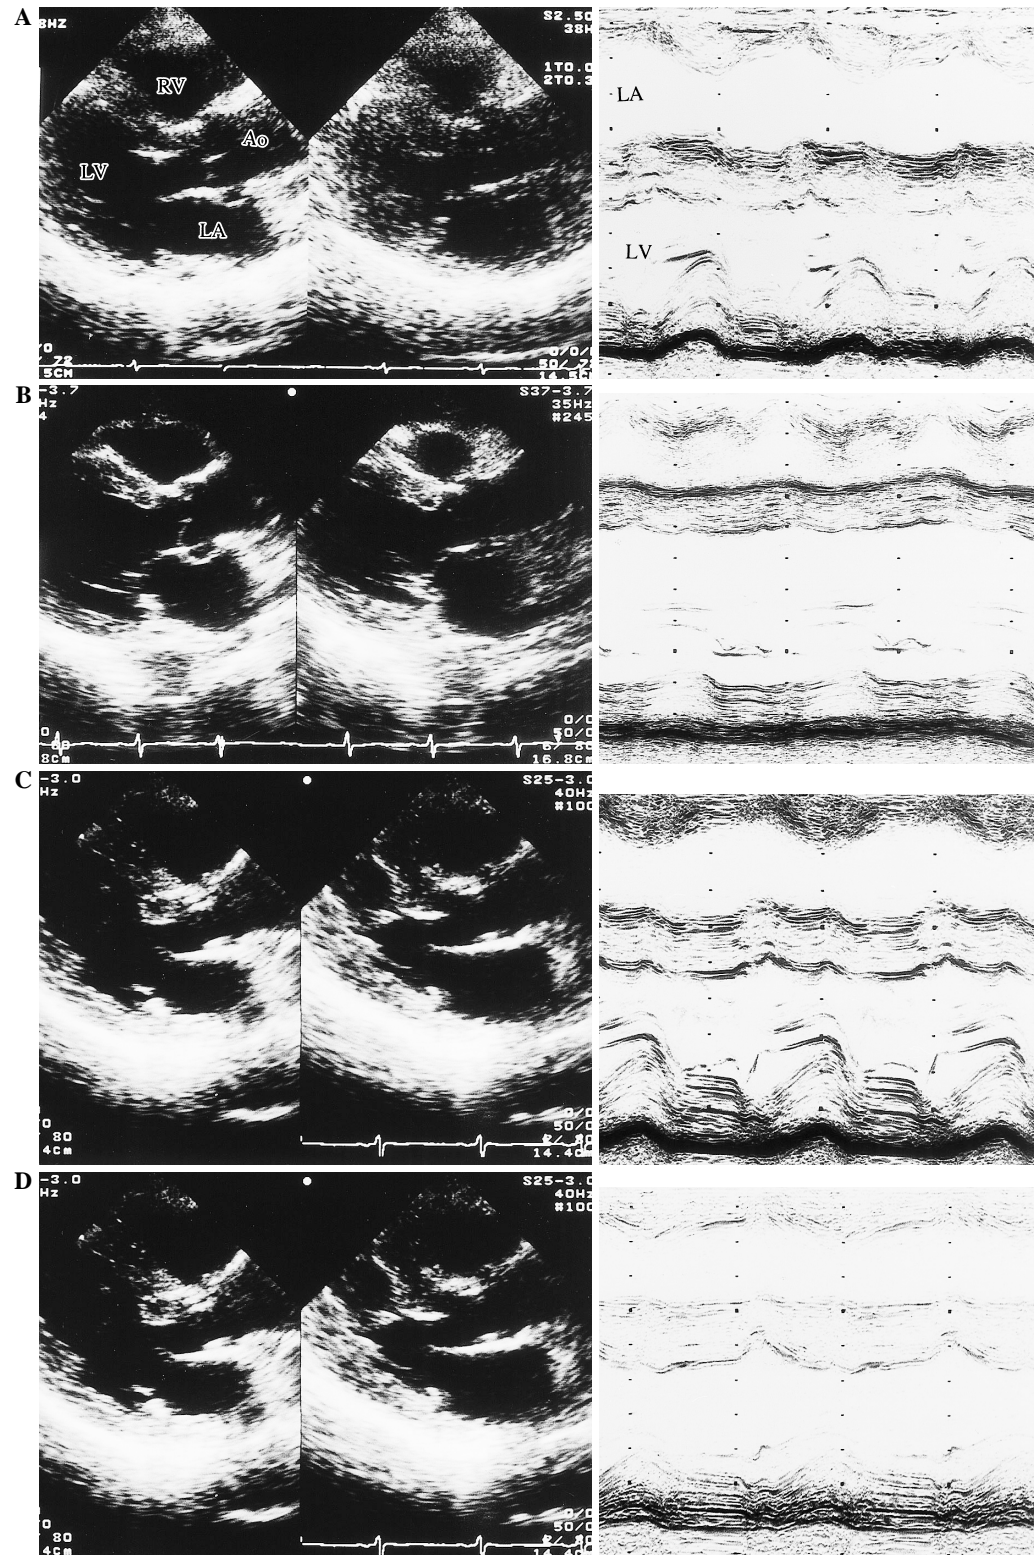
Parasternal long-axis echocardiograms (*Left column: B-mode, Right column: M-mode*)
